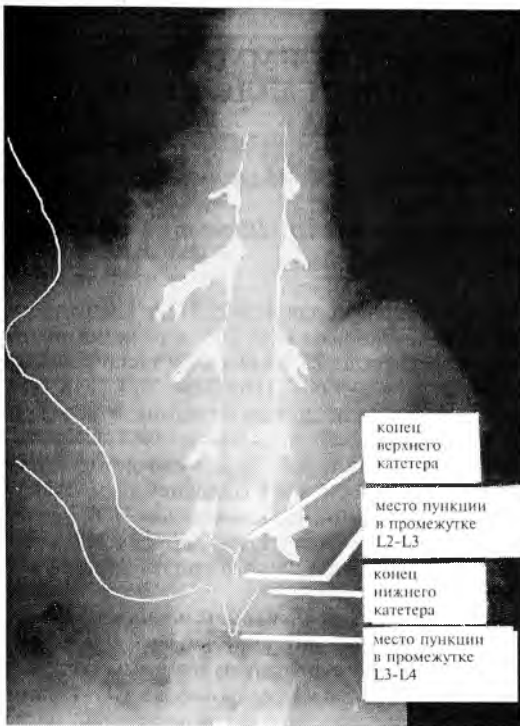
Эпидурограмма нижнегрудного и верхней части поясничного отдела эпидурального пространства. Контрастирование паравerteбрального пространства по ходу спинномозговых нервов через межпозвоночные отверстия с L₂ по Th₁₁. Симптом “железной дороги” с L₂ по Th₉. В синхронном режиме введены через расположенный выше катетер 5,5 мл омнипака-300, через расположенный ниже — 5,5 мл реополиглюкина (изоосмотичен омнипаку-300, одной с ним вязкости). Катетеры рентгеноконтрастные. Расположенный выше катетер проведен через эпидуральный прокол на уровне L₂—L₃ + 4 см в краниальном направлении за срез иглы, нижний катетер — через эпидуральный прокол на уровне L₃—L₄, также +4 см за срез иглы в краниальном направлении. Контраст продвигается вверх, в грудной отдел эпидурального пространства. Эпидурограмма выполнена с целью верификации с согласия больного.
